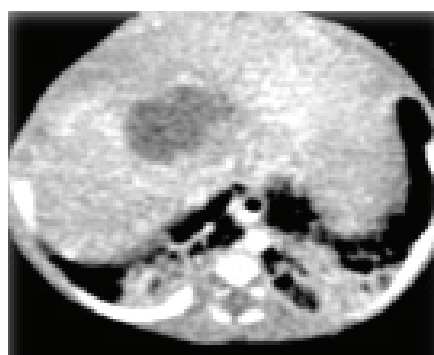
TAC de abdomen con imagen hipodensa en lóbulo hepático.
